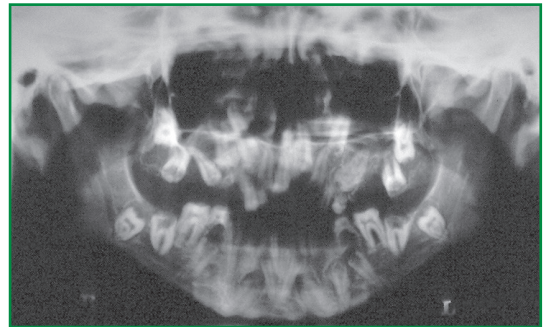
Radiografia panorâmica apresentando múltiplos dentes não irrompidos e diminuição da radiopacidade dos tecidos mineralizados dos elementos dentários.
